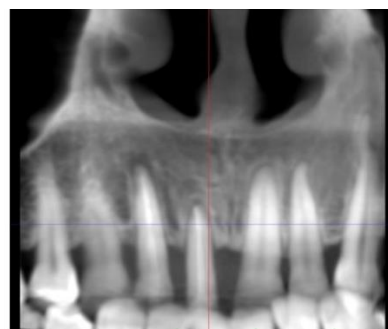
CBCT scan in the area of the upper right central incisor after extrusion
